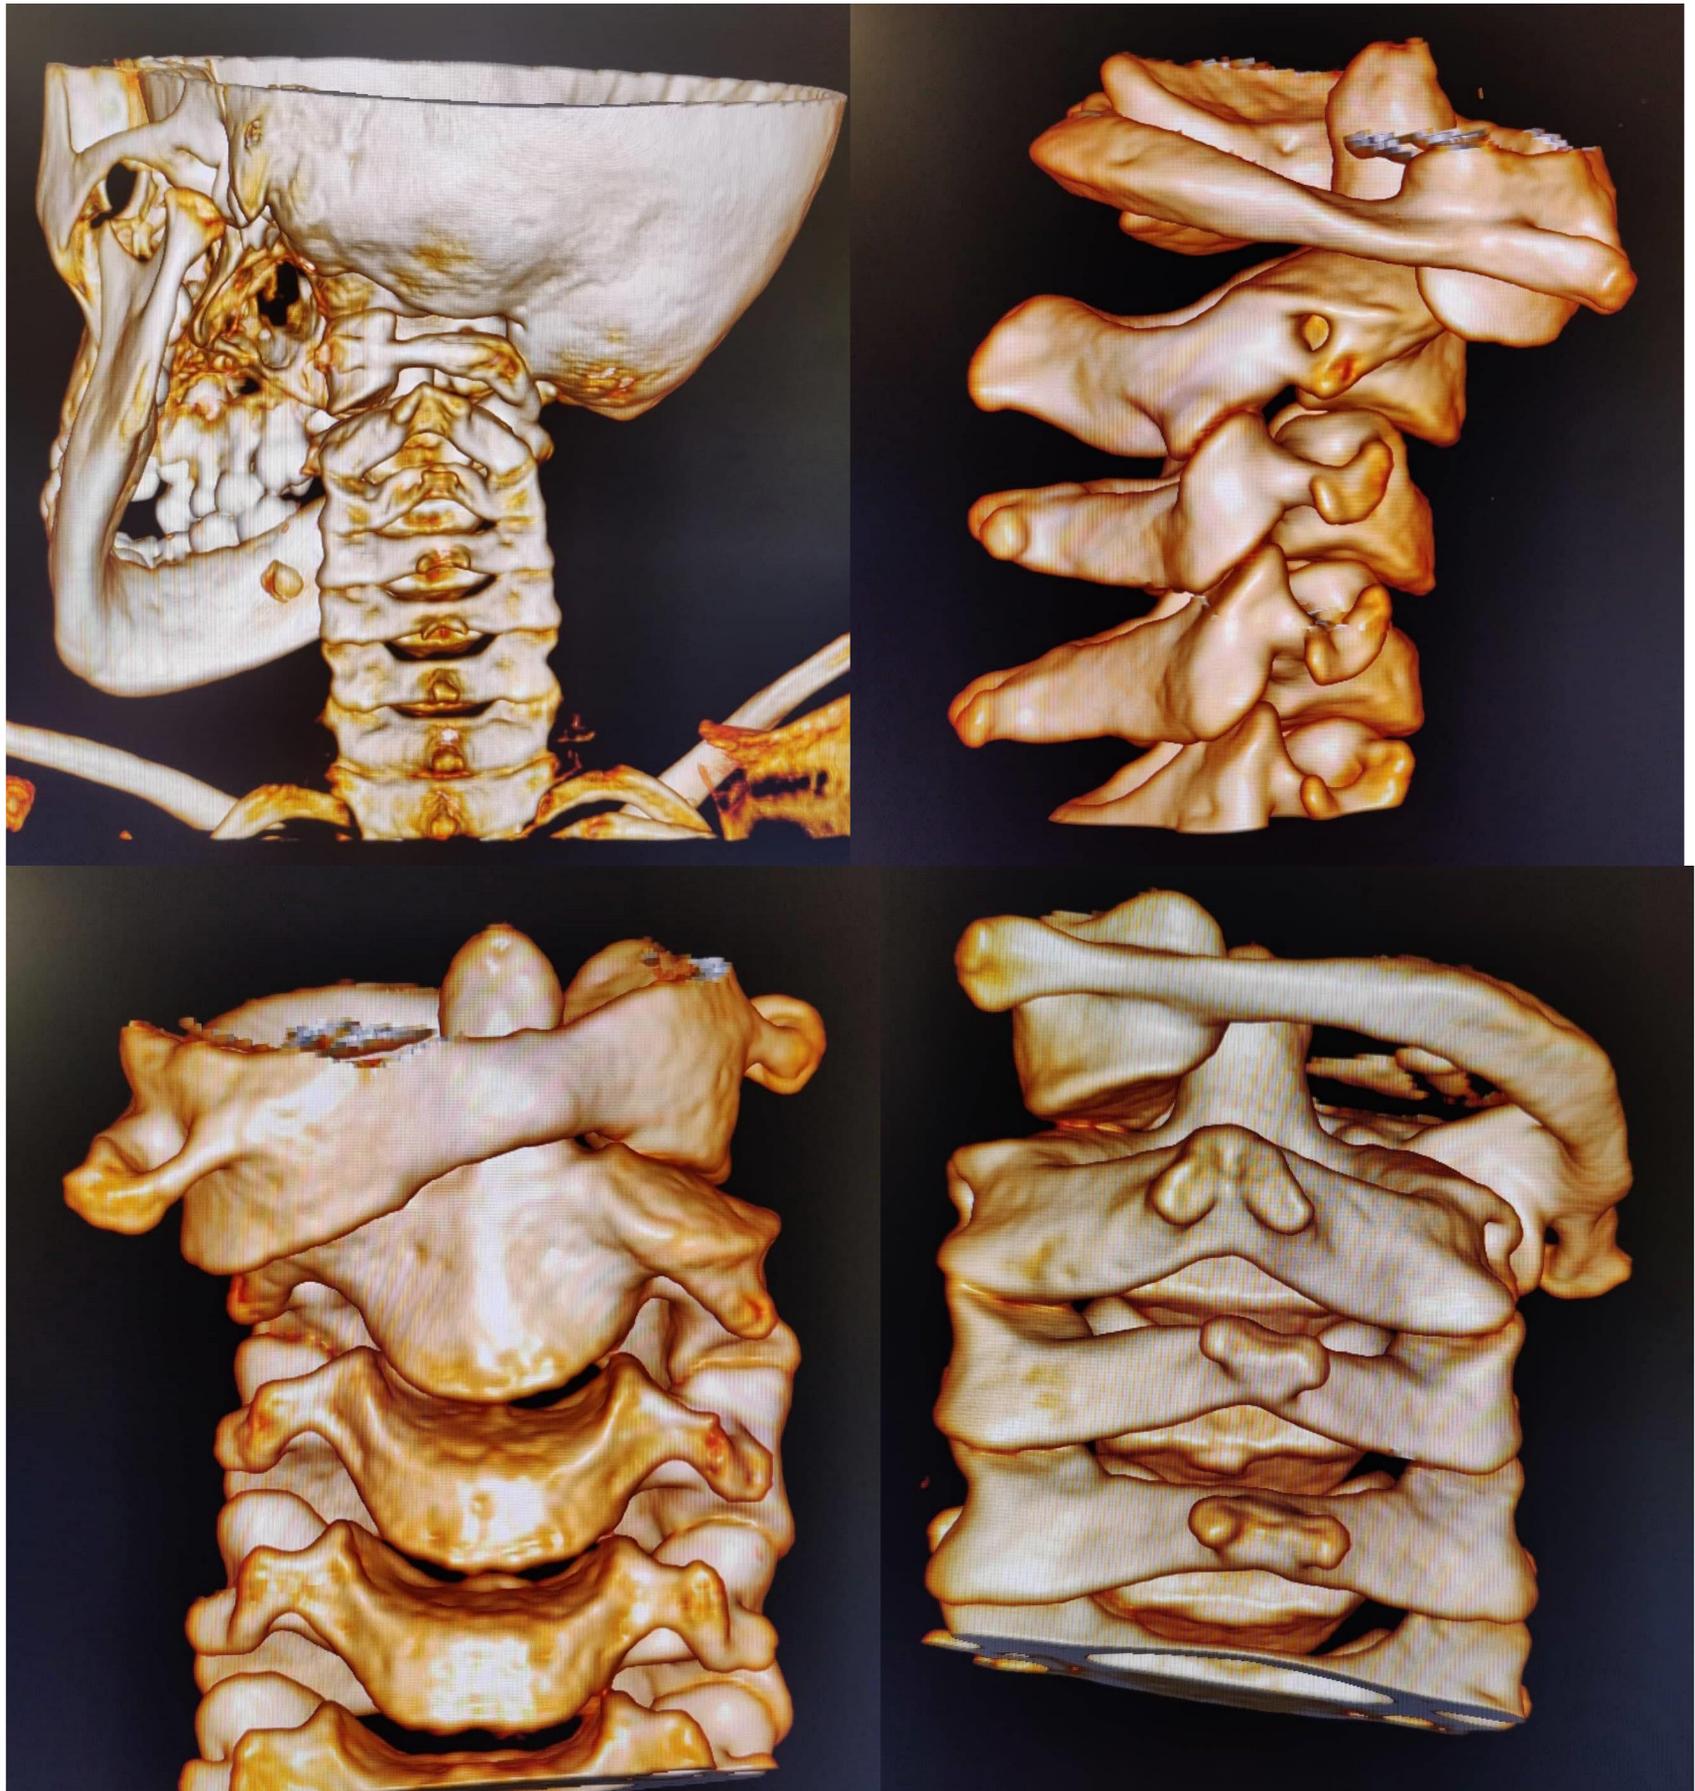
TC con reconstrucción en 3D: muestran subluxación grado I.
